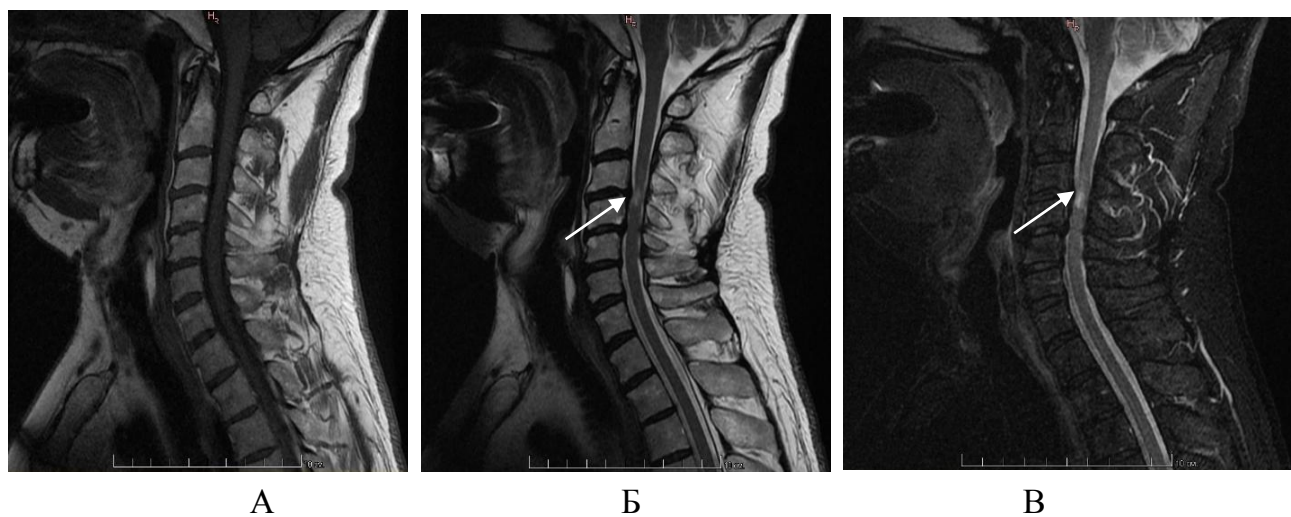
МРТ шейного отдела позвоночника и спинного мозга в режимах T1 (А), T2 (Б) и STIR (В) пациента Ш., 56 лет с ишемической миелопатией на фоне протрузии МПД С3-С4 (стрелкой указан гиперинтенсивный очаг миелоишемии, отек спинного мозга на уровне С4).
